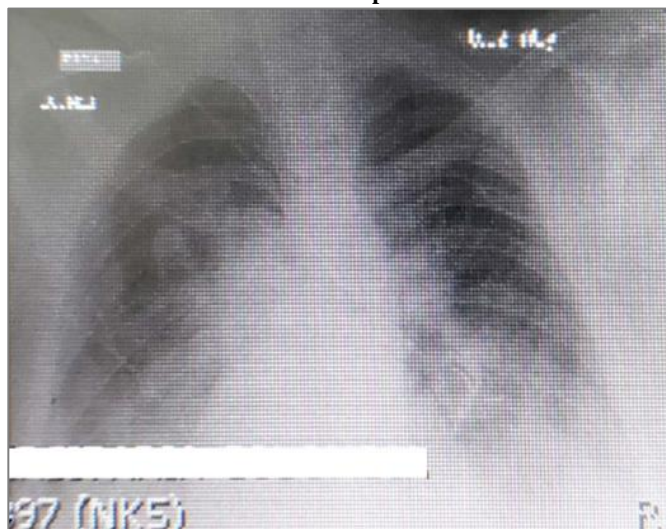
Radiografía de tórax ingreso.
